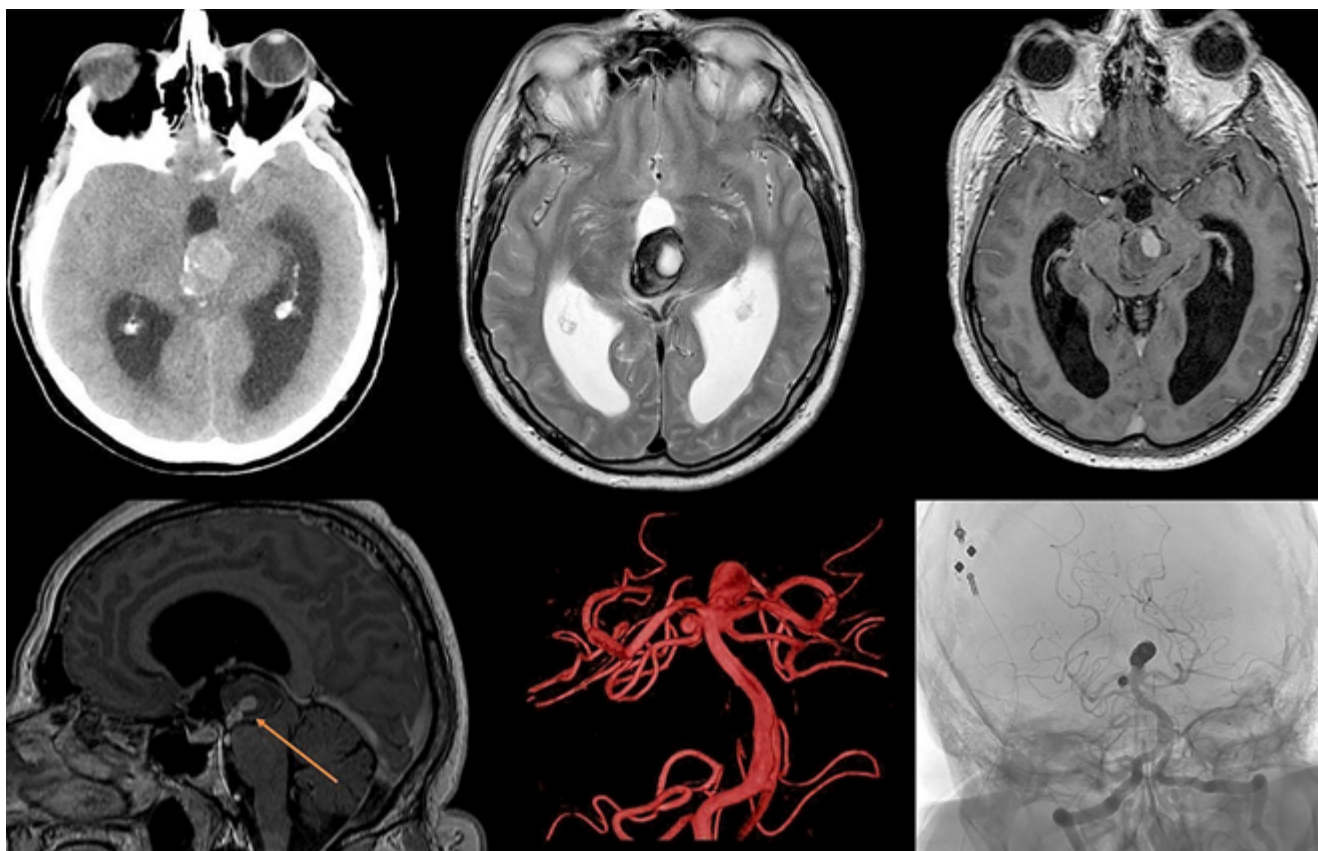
A. Tomografía computada de cerebro simple. Voluminosa lesión ocupante de espacio sólida, de densidad heterogénea con calcificaciones periféricas. Se evidencia efecto de masa sobre el mesencéfalo y el tálamo. B, C y D. RMN de cerebro secuencia T2 (B) y T1 con contraste axial (C) y sagital (D). Misma lesión ocupante heterogénea con áreas hemáticas periféricas y edema perilesional, que desplaza el piso del tercer ventrículo y el acueducto mesencefálico con dilatación del sistema ventricular supratentorial con edema transependimario. Se visualiza imagen central con realce periférico (target sign) en contigüidad con el extremo distal de la arteria basilar (flecha naranja). E. Angiografía cerebral digital reconstrucción 3D. Se visualiza aneurisma del tope de la basilar de cuello amplio parcialmente trombosado y aneurisma sacular de la arteria cerebelosa superior derecha. F. Angiografía digital selectiva postoperatoria. Se observa oclusión de ambos aneurismas junto con la permeabilidad de las arterias distales dependientes de la arteria basilar y las arterias cerebrales posteriores
